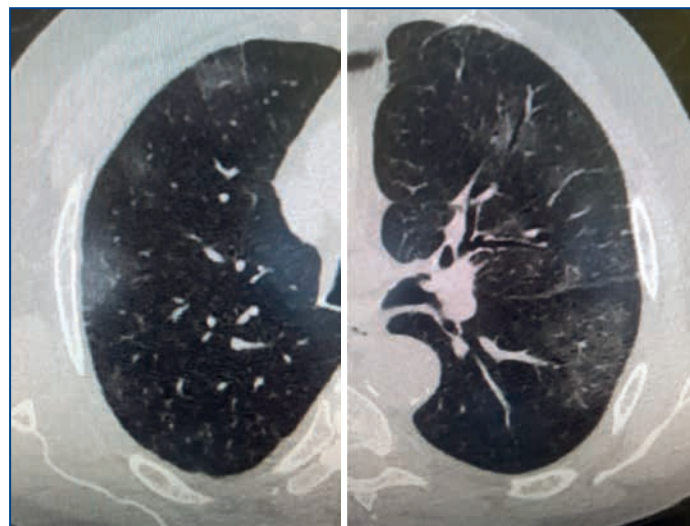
Компьютерная томограмма легких пациента 45 лет с ревматоидным артритом и COVID-19-ассоциированной пневмонией без дыхательной недостаточности (поражения по типу «матового стекла» слева и «кленового листа» справа), исход — выздоровление
